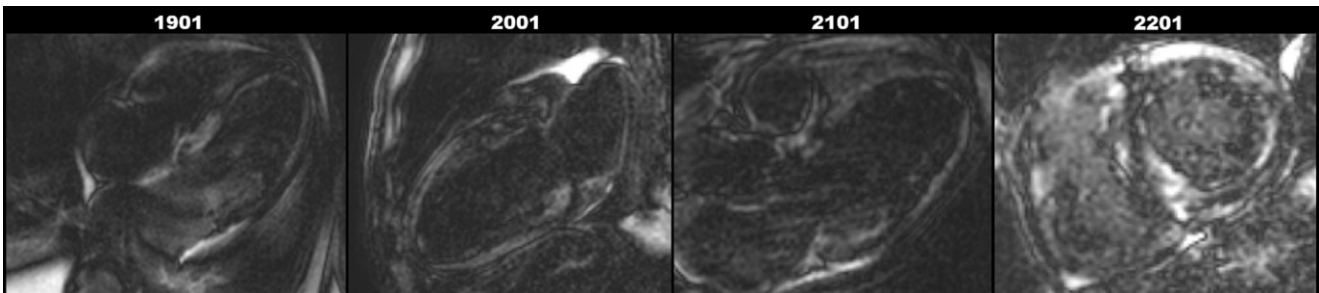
▲ Kardio-MRT (Magnetresonanztomographie). Betrachten Sie nun die Sequenzen 1901, 2001, 2101 und 2201. Es handelt sich um Narbendarstellungen mittels Late-Enhancement-Aufnahmen in den 3 langen Achsen sowie der kurzen Achse. Gesundes Myokard stellt sich normalerweise dunkel, Narben und Fibrose stellen sich hell dar. Wie würden Sie die Bildqualität und insbesondere den Kontrast zwischen Blut und Myokard beschreiben? *Antwort:* Es zeigt sich ein verminderter Kontrast zwischen Myokard und Blut, eine Aussage zu Narben und Fibrose ist nicht sicher möglich
